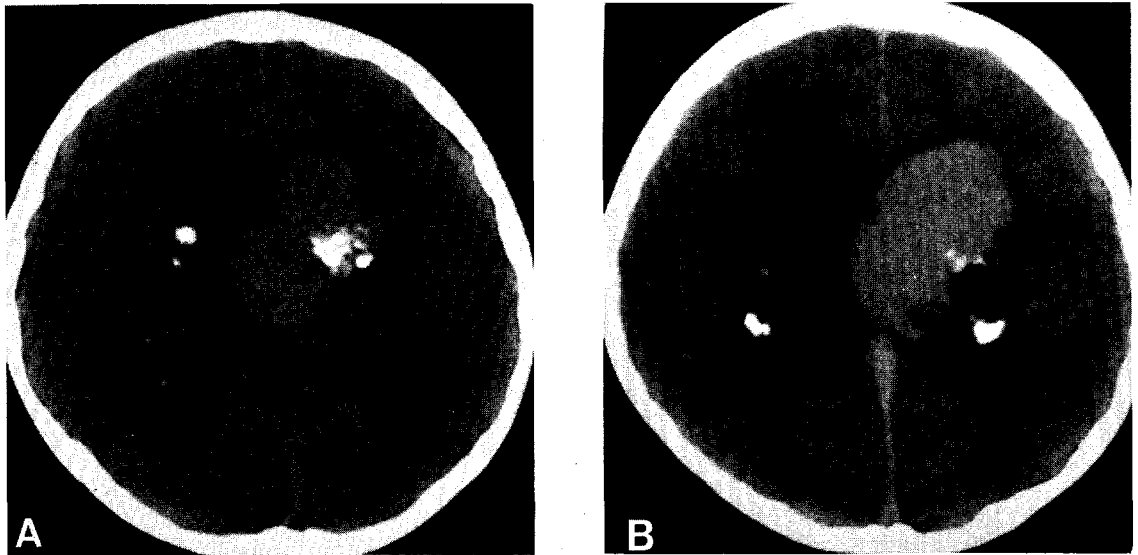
Axial CT scans show huge mass on the 3rd and lateral ventricle with enlargement of ventricles and subependymal calcified nodules as rounded projection of varying size
